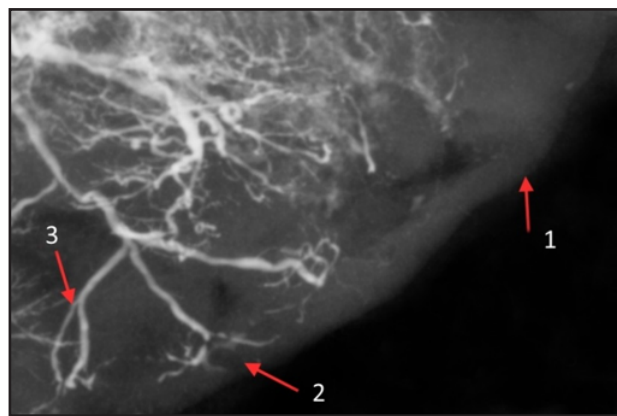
Женщина с частичной преждевременной отслойкой плаценты. Обострение ВПГ 1 типа и ЦМВИ во втором триместре беременности. ХПН. Фрагмент рентгенофлебограммы краевой части плаценты. Котиледоны с неконтрастированными кровеносными сосудами (1, 2). Слепо заканчивающиеся вены III порядка (2). Формирование дугообразных структур (3). Контрастирование: свинцовый сурик на олифе (1:3).
